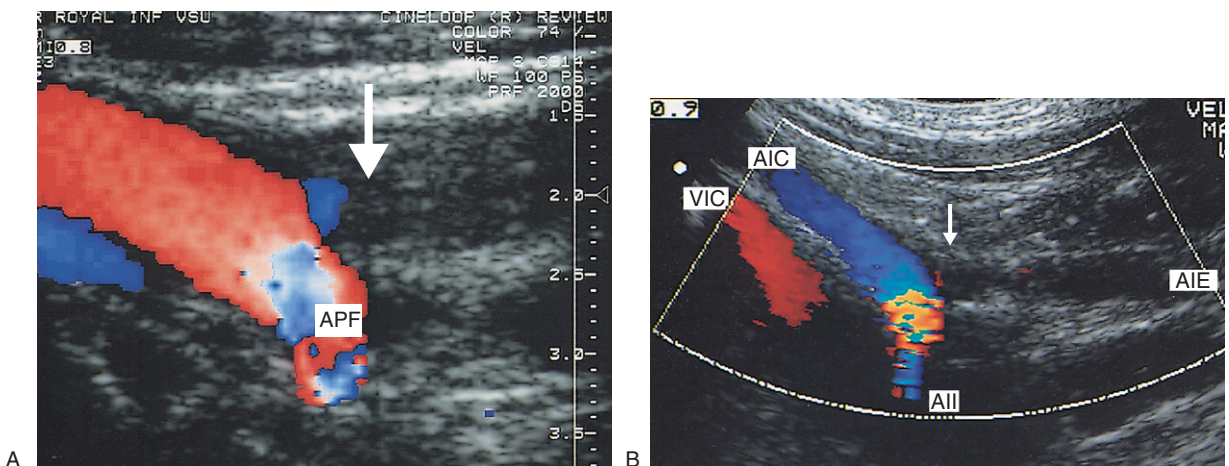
A: Farbdopplerbild der Femoralisbifurkation mit Verschluss des AFS-Abgangs (Pfeil). Die A. profunda femoris (APF) ist offen. B: Farbdopplerbild eines Verschlusses der A. iliaca externa (AIE) (Pfeil). Die AIC und A. iliaca interna (AII) sind offen. Sichtbar ist auf diesem Bild auch die V. iliaca communis (VIC).
